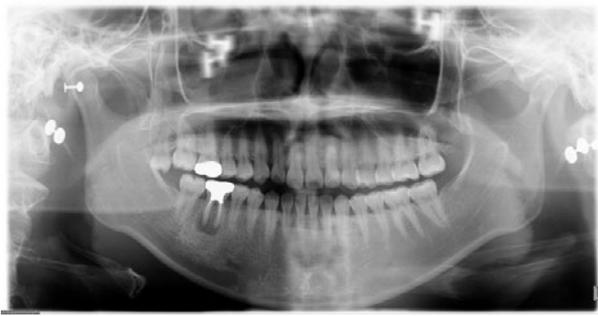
Initial X-ray of #46.
